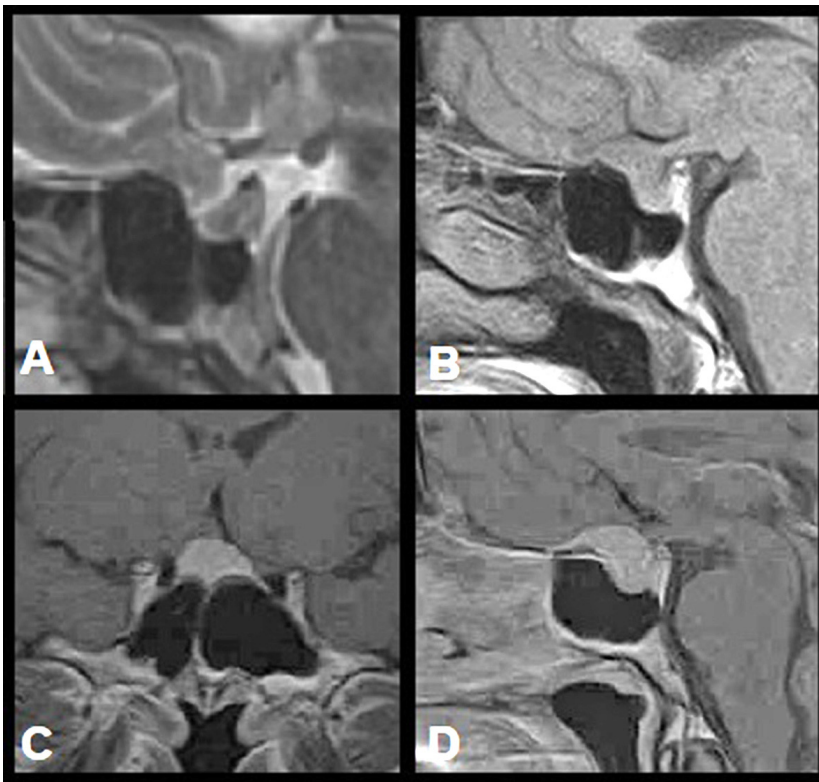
МРТ головного мозку, яке демонструє важливість оцінки і неконтрастних режимів при виборі доступу: А, В – без внутрішньовенного підсилення; С, D – із внутрішньовенним підсиленням
